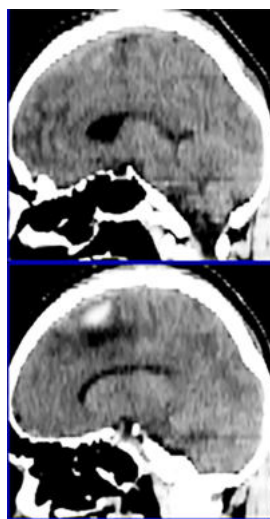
КТ головного мозга на 3-и сутки после операции, аксиальная проекция
